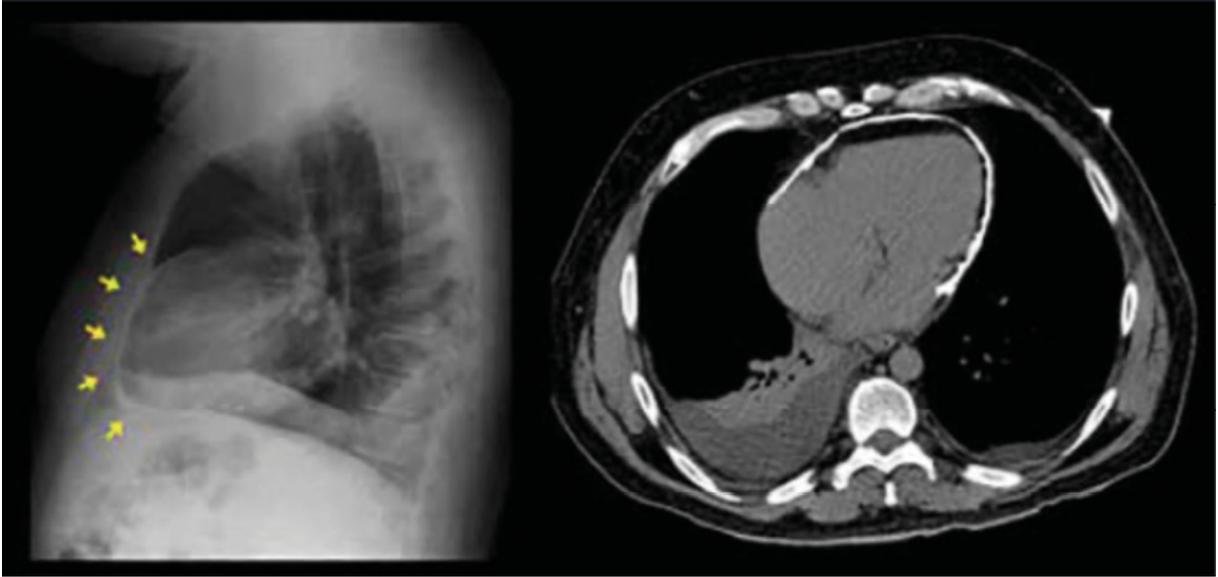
Radiografía de tórax y tomografía de tórax donde se visualiza extensa calcificación del pericardio.
